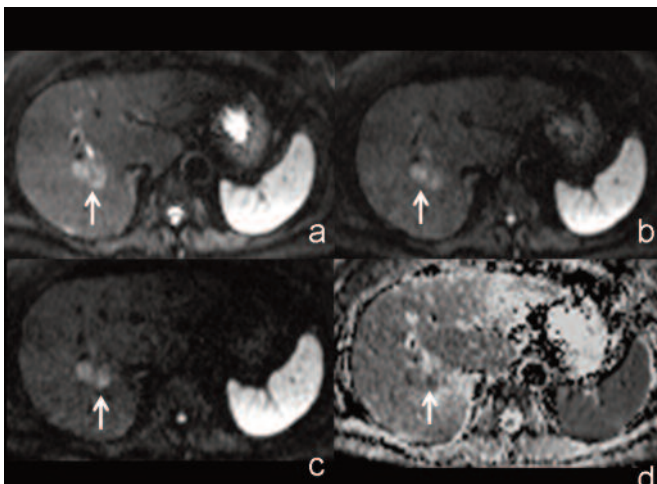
a, b, c, d Sequenza DWI a b-value 50 (a), 400 (b) e 800 (c) e relativa mappa di ADC (d).
